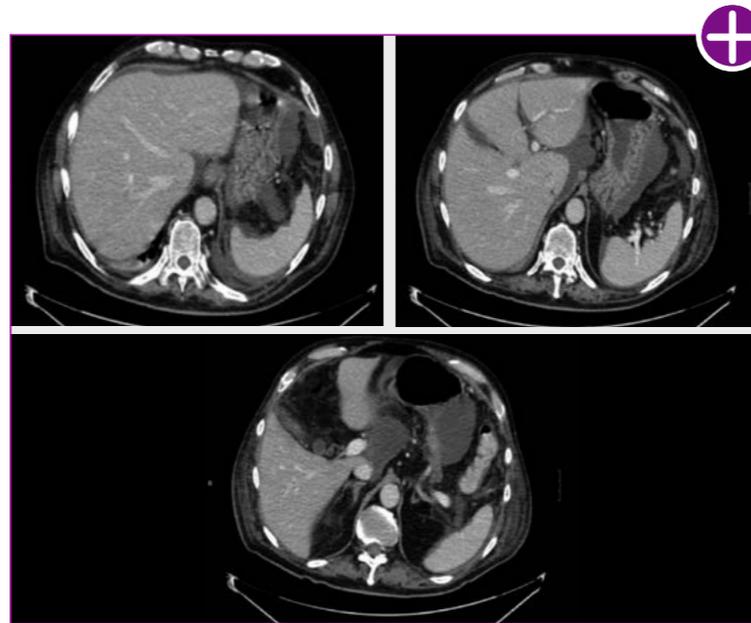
TAC inicial 27/10/2020.
